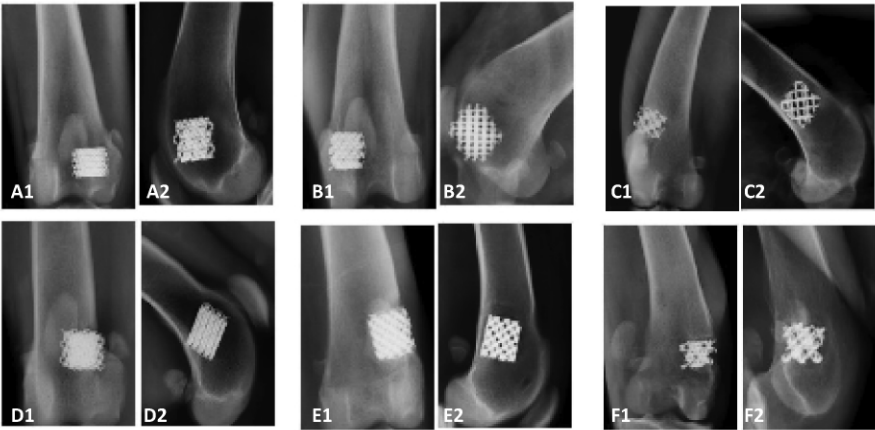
X线片观察:A-C 术后8周时 a,b,c 组材料正侧位X线片。D-F 术后12周 a,b,c 组材料正侧位X线片。
